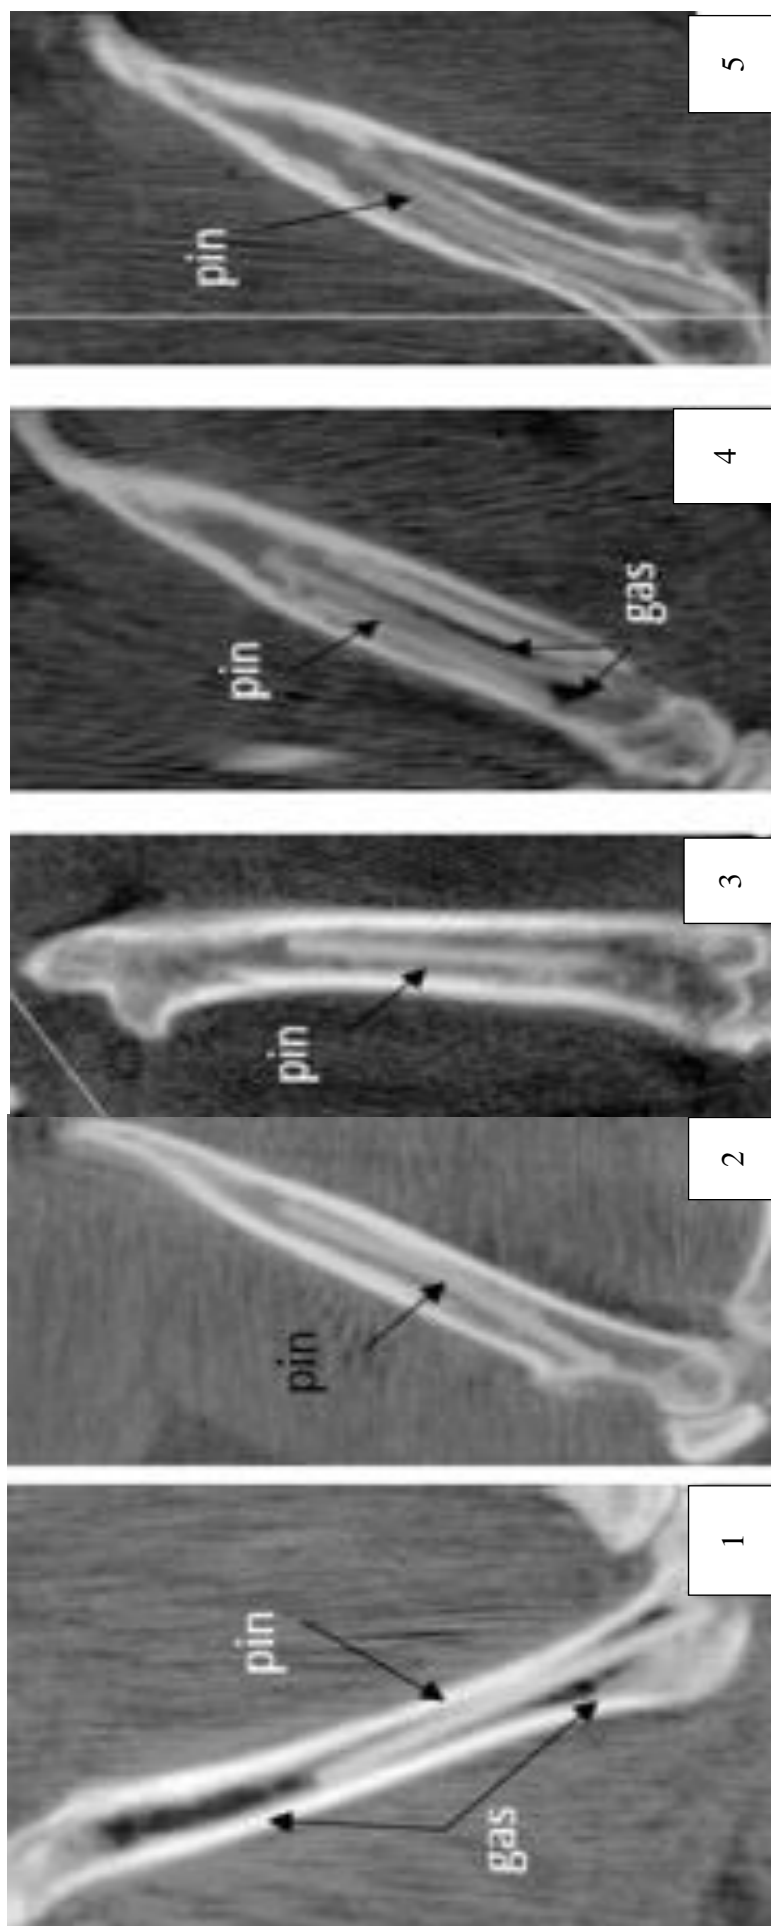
Imágenes de TC en ratas sin fractura a 1, 3, 5, 10 y 13 meses, respectivamente
